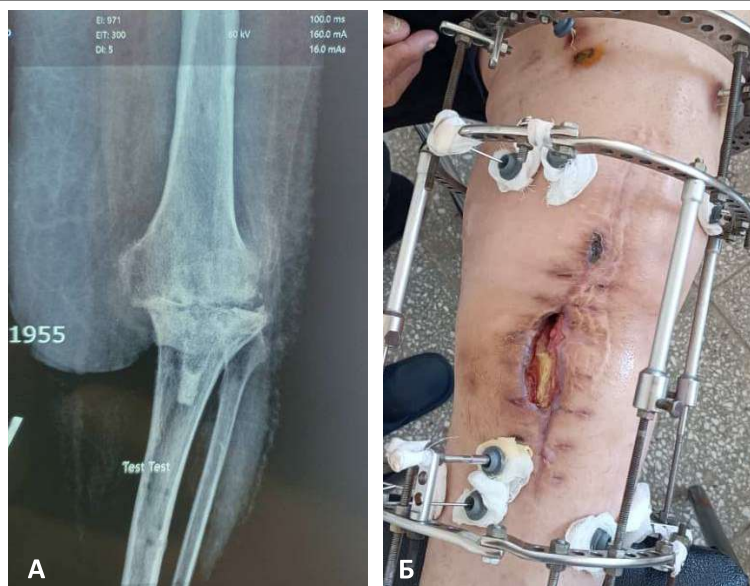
А-рентгенограмма пациента после удаления эндопротеза коленного сустава; Б- состояние послеоперационной раны на 20 день после операции.
